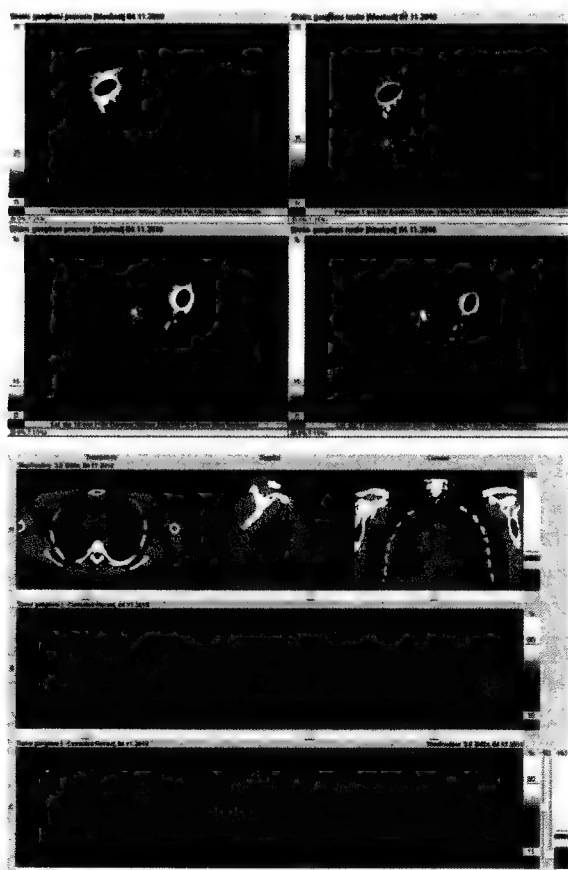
Melanom de trunchi: A. Evidențierea ganglionilor santinelă pe limfoscintigrafia planară în faza precoce respectiv tardivă. B. Imagini de fuziune SPECT/CT cu localizarea anatomică exactă a ganglionilor santinelă.
